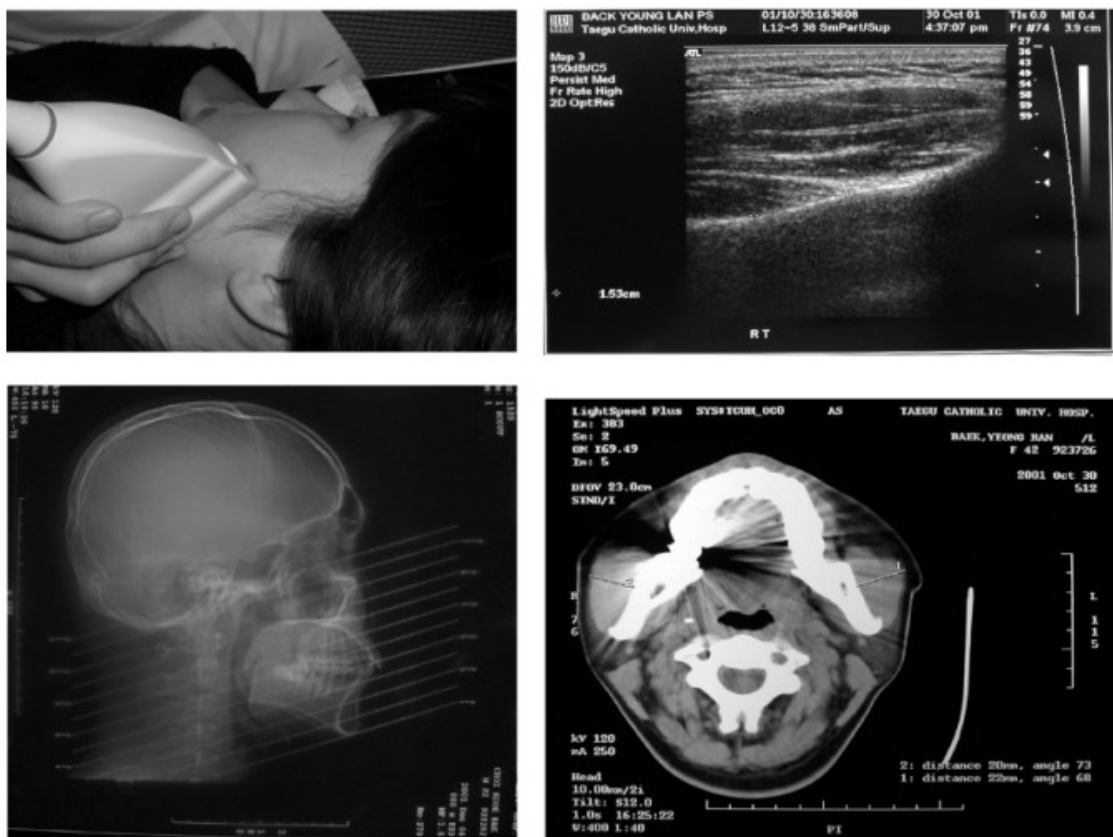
Medição com ultrassom (acima) e tomografia computadorizada (abaixo). Fonte: Park, Ahn e Jung (2003).
